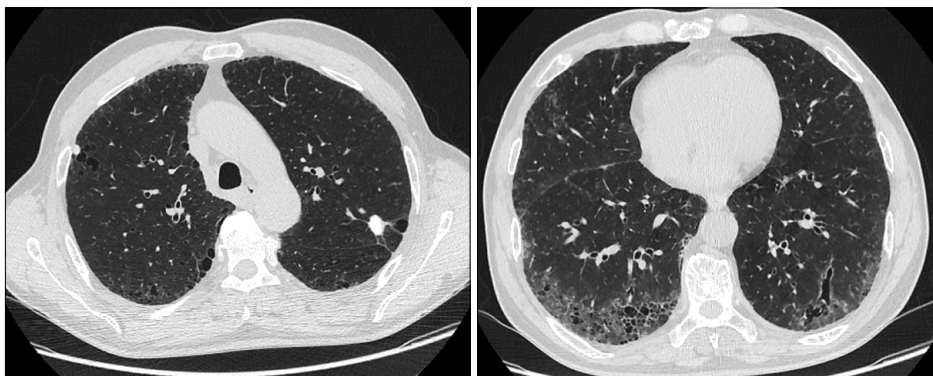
High resolution computed tomography shows peripheral ground-glass attenuation with multiple clustered air-filled cysts in the both lower lung zones and paraseptal emphysema in both upper lung zones. Well defined 10 mm sized calcified nodule was observed in left upper lobe.
